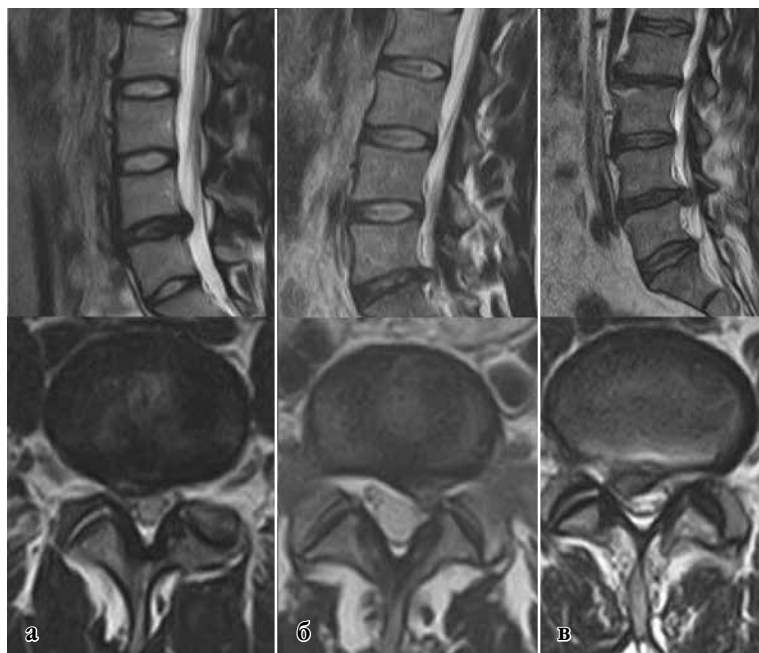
Типы грыж по классификации Новокузнецкой вертебрологической школы. а – эластическая протрузия; б – секвестрированная протрузия; в – полный пролапс
